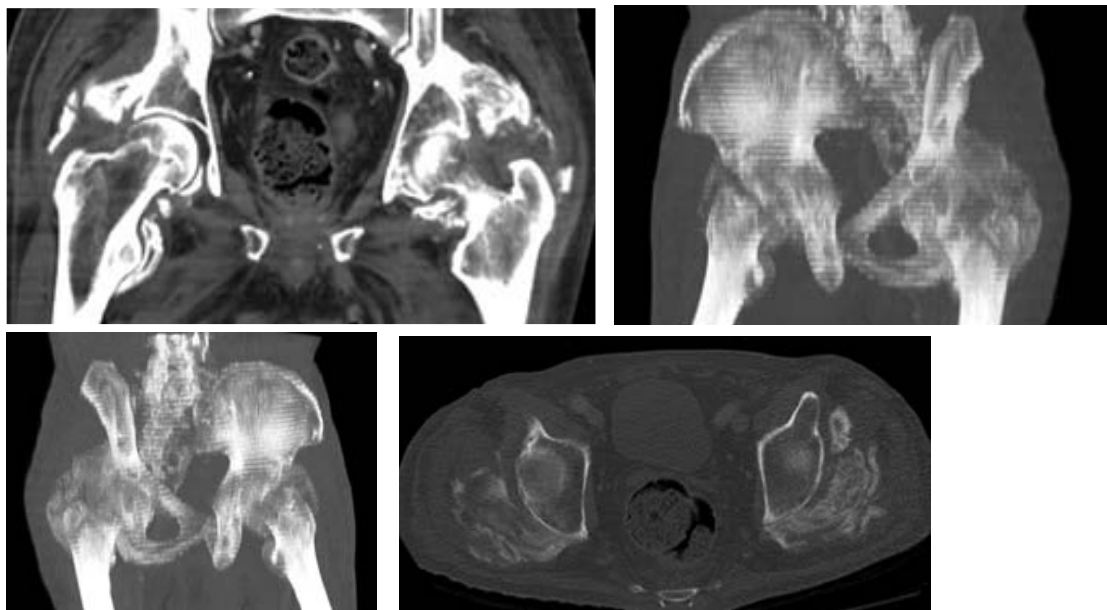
Imágenes de la TC y reconstrucción 3D de la misma que pone de manifiesto la existencia de calcificaciones en ambas caderas.
